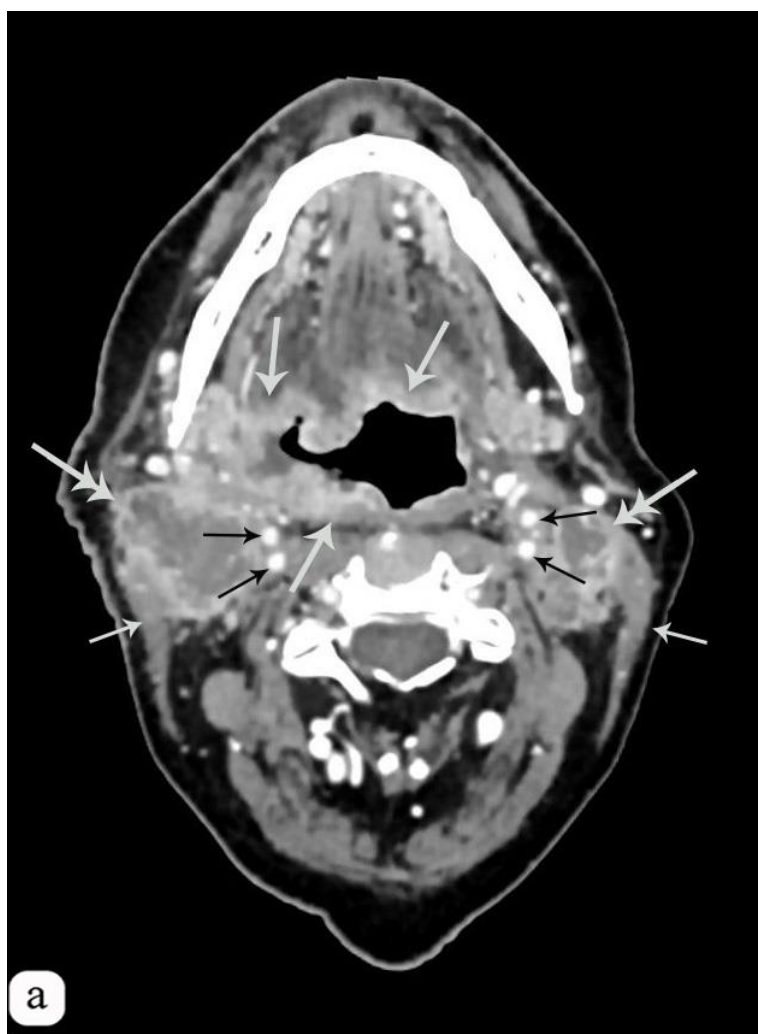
Пациент Л., 65 лет. Рак корня языка. Компьютерная томограмма тканей ротовой полости в аксиальной проекции (а) и сагиттальной проекции (б) с внутривенным контрастированием.
